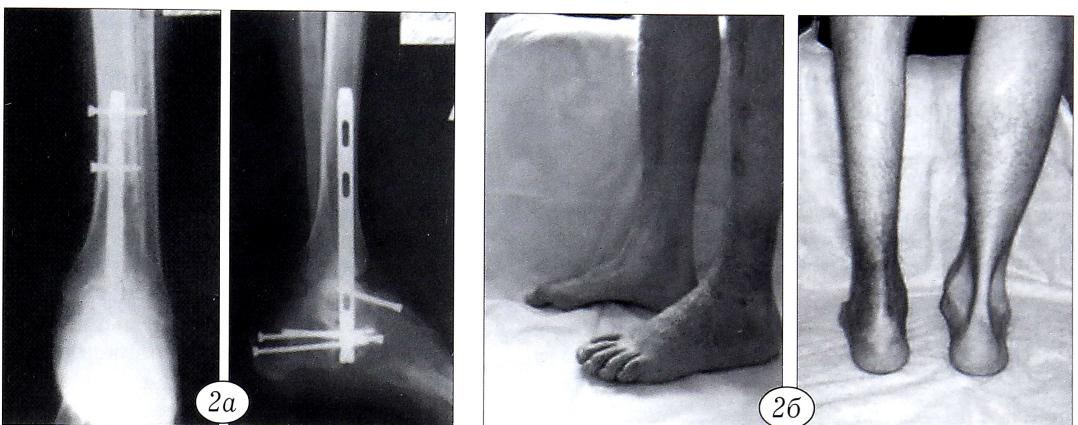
Рентгенограммы (а) и внешний вид (б) конечности больного после операции.
